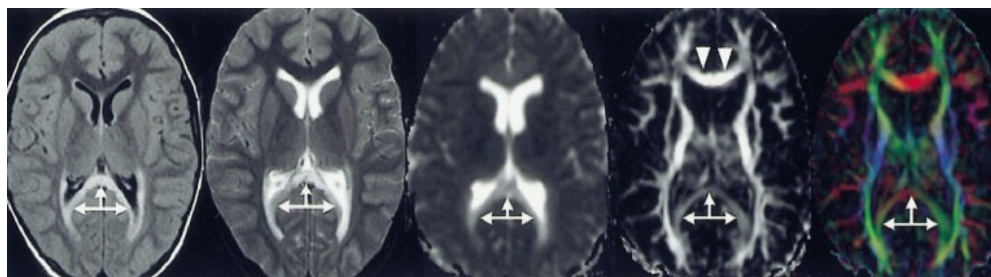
Um rapaz com 8 anos de idade com adrenoleucodistrofia. As imagens em FLAIR e T2 demonstram hipersinal ao longo do esplênio do corpo caloso, bilateralmente, estendendo-se para a região peritrigonal da substância branca nos dois lobos occipitais (setas estreitas). Os valores de ADC estão aumentados e os valores de FA diminuídos. O mapa de FA mostra o esplênio do corpo caloso escuro (setas estreitas), em comparação com o joelho do corpo caloso (setas largas). O esplênio perdeu a orientação da fibra esquerda para a direita.
